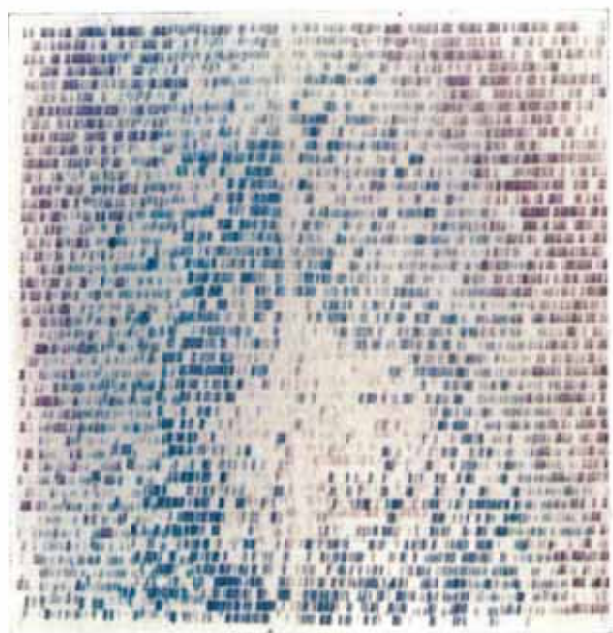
A scintigram with RISA demonstrated no blood flow at the area corresponding to the rounded mass.
